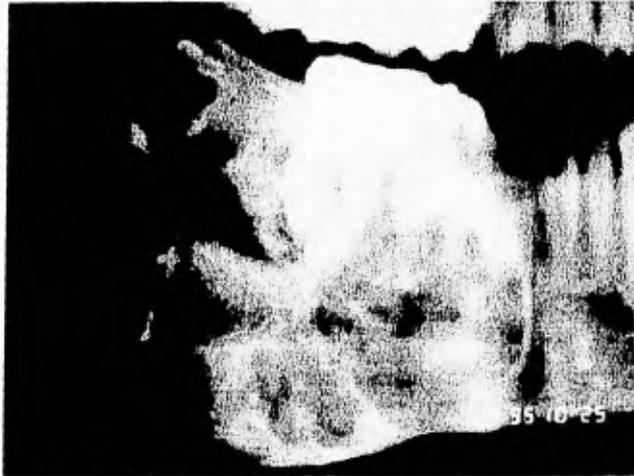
Radiografía Postoperatoria un año después
